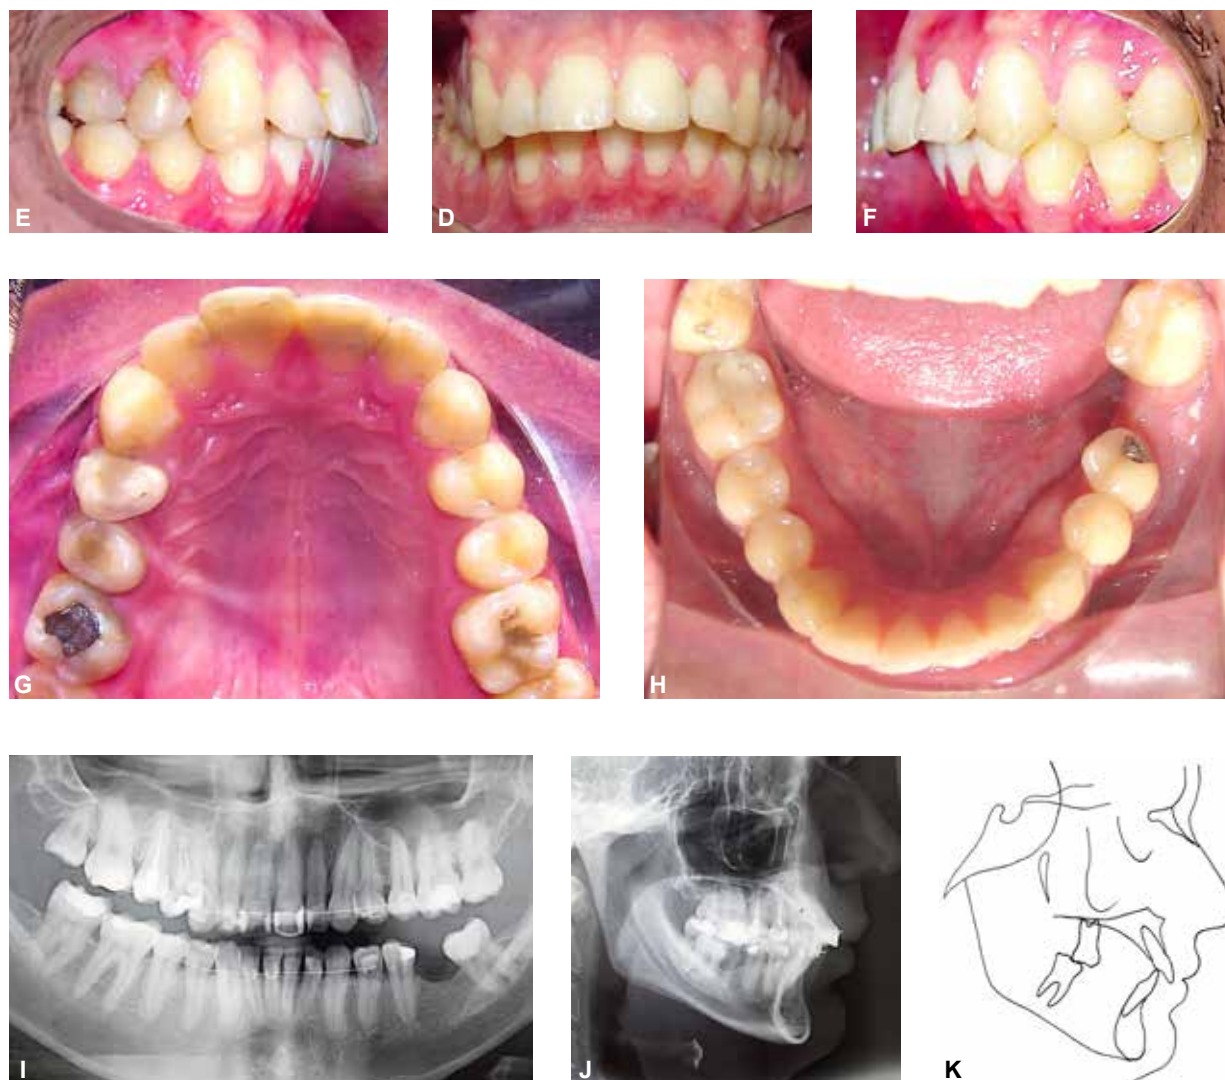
(A-K) – Fotografias intrabucais, radiografia panorâmica e telerradiografia de perfil, traçado e valores cefalométricos iniciais.
